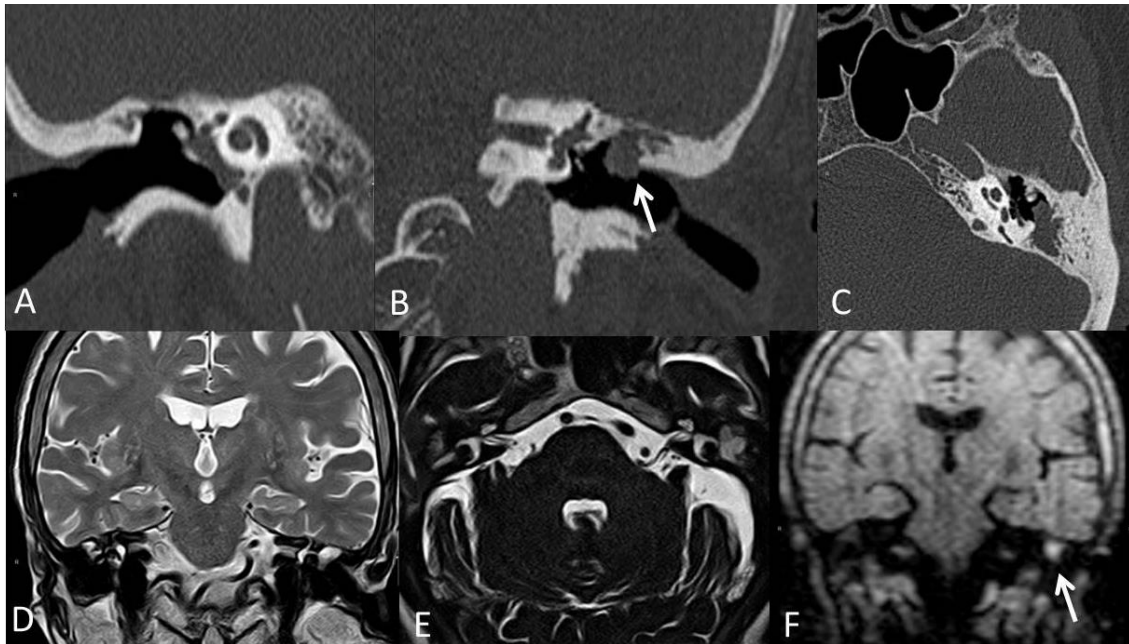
Extensión posterior del colesteatoma aticoantral. TC de ambos oídos con reconstrucciones coronales (A y B) y axiales (C). Ocupación parcial de ambos oídos medios, en el oído izquierdo existe extensión atical posterior, ocupando aditus ad antrum y antro mastoideo. RM anatómica (D y E) donde existen las mismas ocupaciones. F: coronal DW no EPI, donde existe foco de hiperseñal izquierdo, que corresponde con un colesteatoma (flecha).
